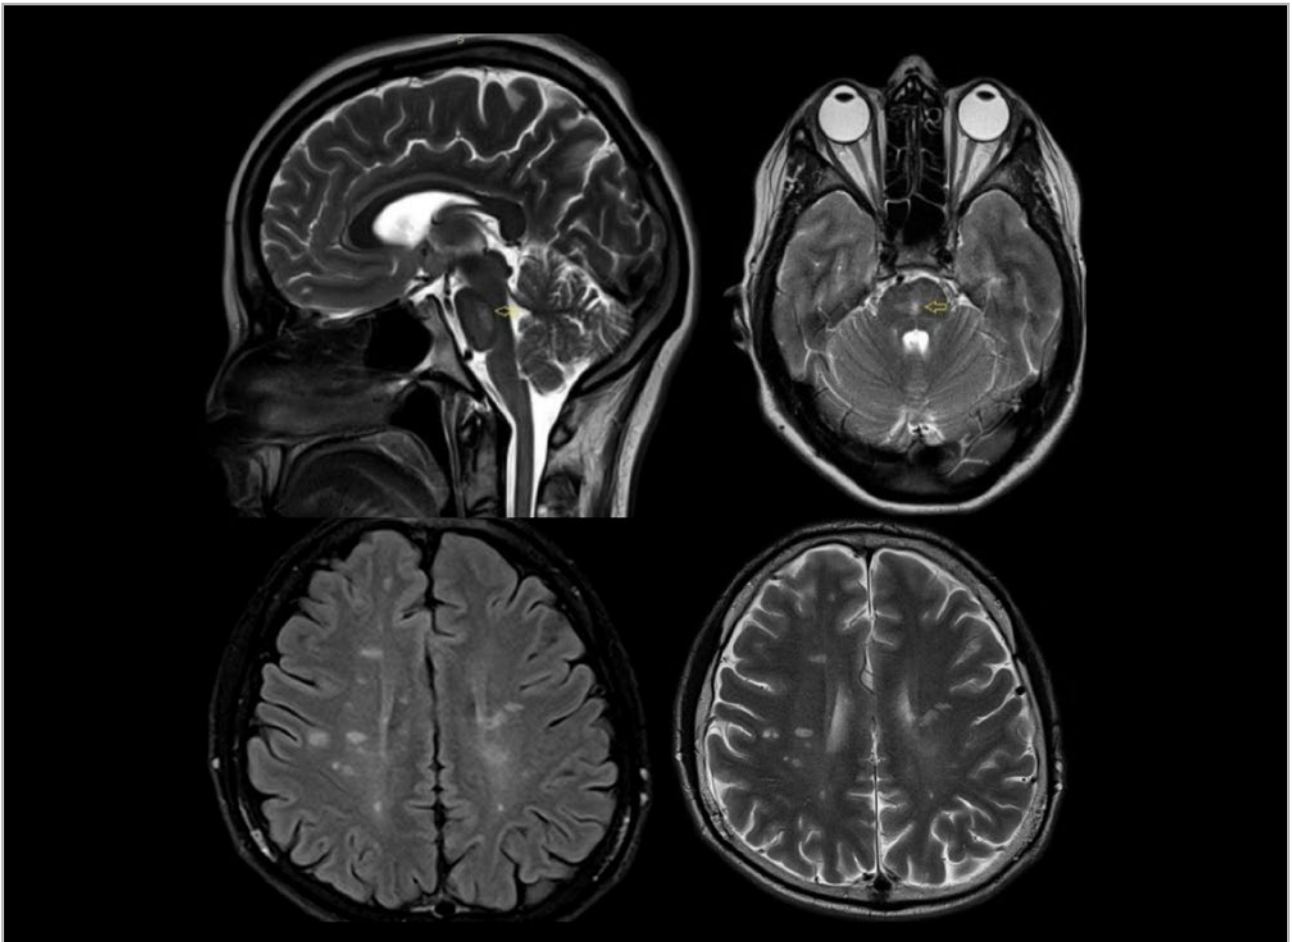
Lesiones en la sustancia blanca en secuencias T2 y T2 FLAIR de localización periventricular y a nivel del tronco cerebral en cortes sagital y axial.
